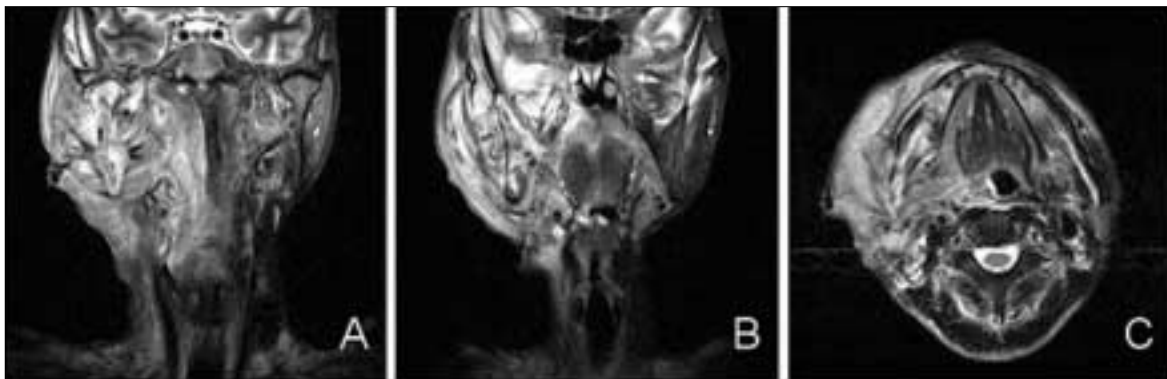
MR T2WI view show osteomyelitis destructs Rt. condyle(A), ramus(B) and body of mandible(C). Radiologist read the MRI: possible right mandible osteomyelitis and low possibility of tumor.
